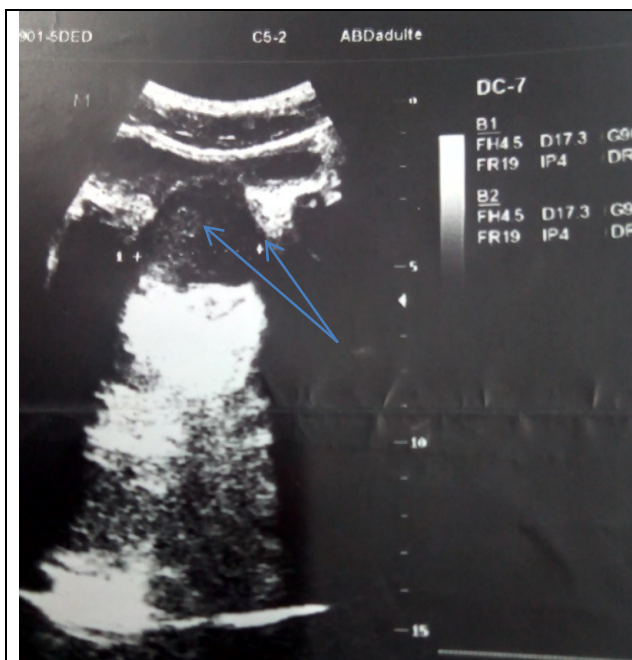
échographie vesico-prostatique. Aspect hyper et hypoechogène au niveau de la prostate (flèches).
